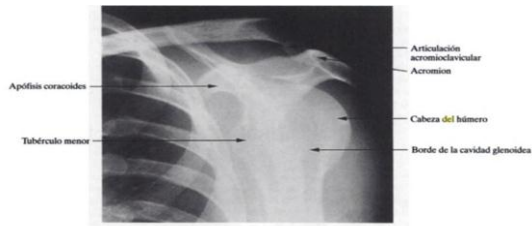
Radiografía del hombro en la posición anatómica, vista oblicua.
